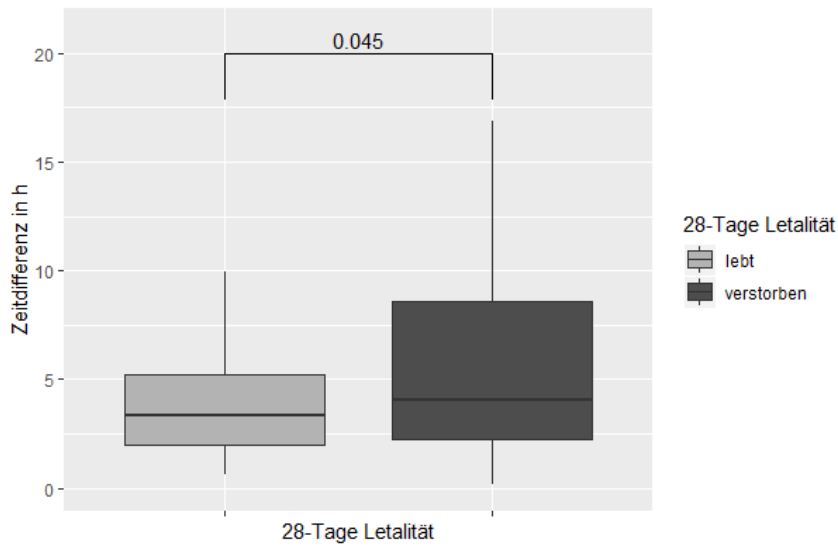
Vergleich der Zeiten von der CT bis zur Intervention in Abhängigkeit von der 28-Tage Letalität
